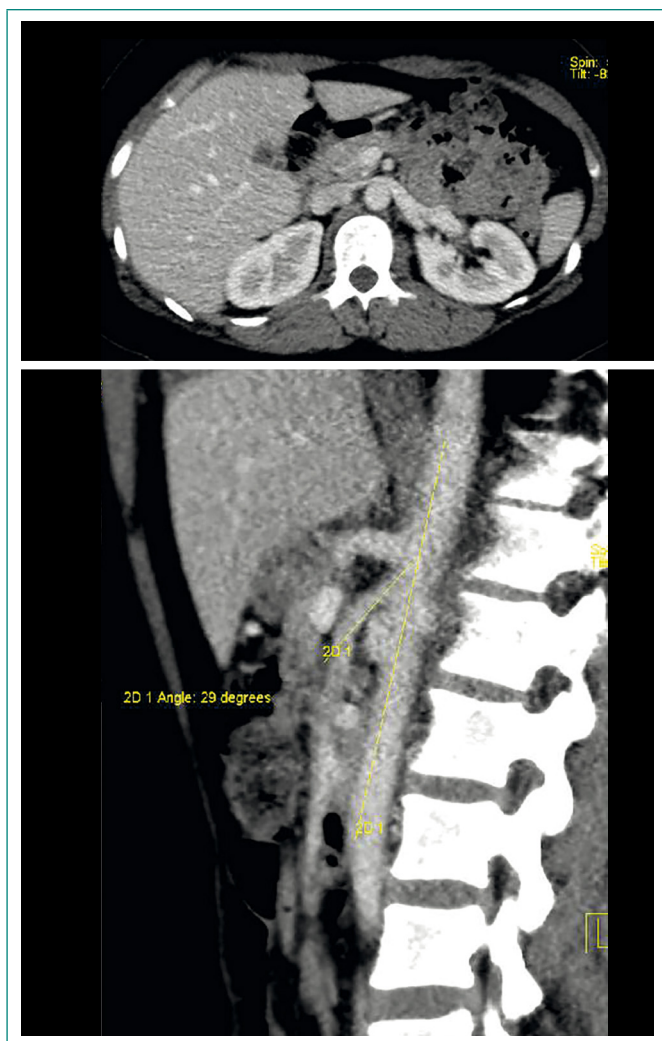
Angio-TC de abdomen con contraste intravenoso (cortes axial y sagital). En el plano sagital se aprecia un ángulo aortomesentérico menor de 30° que condiciona una estenosis de la vena renal a nivel de la pinza aortomesentérica
